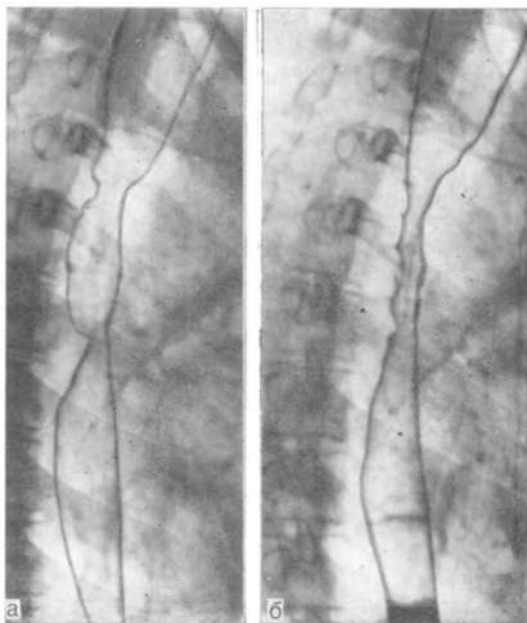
Рентгенограммы пищевода в условиях пневморельефа в правой косой проекции. Циркулярное сужение просвета III—IV сегмента. Ригидность складок слизистой оболочки, контуры пищевода относительно ровные — плоскоклеточный ороговевающий рак.
